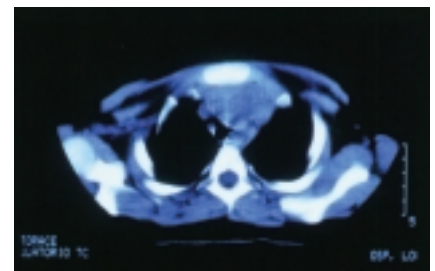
La TAC del ricovero.
